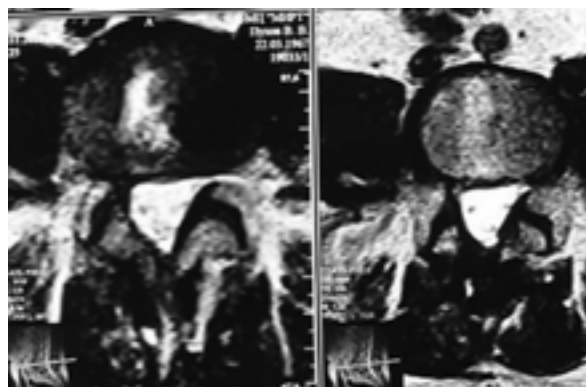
МРТ после операции. Грыжа МПД L4-5 удалена полностью эндоскопически
